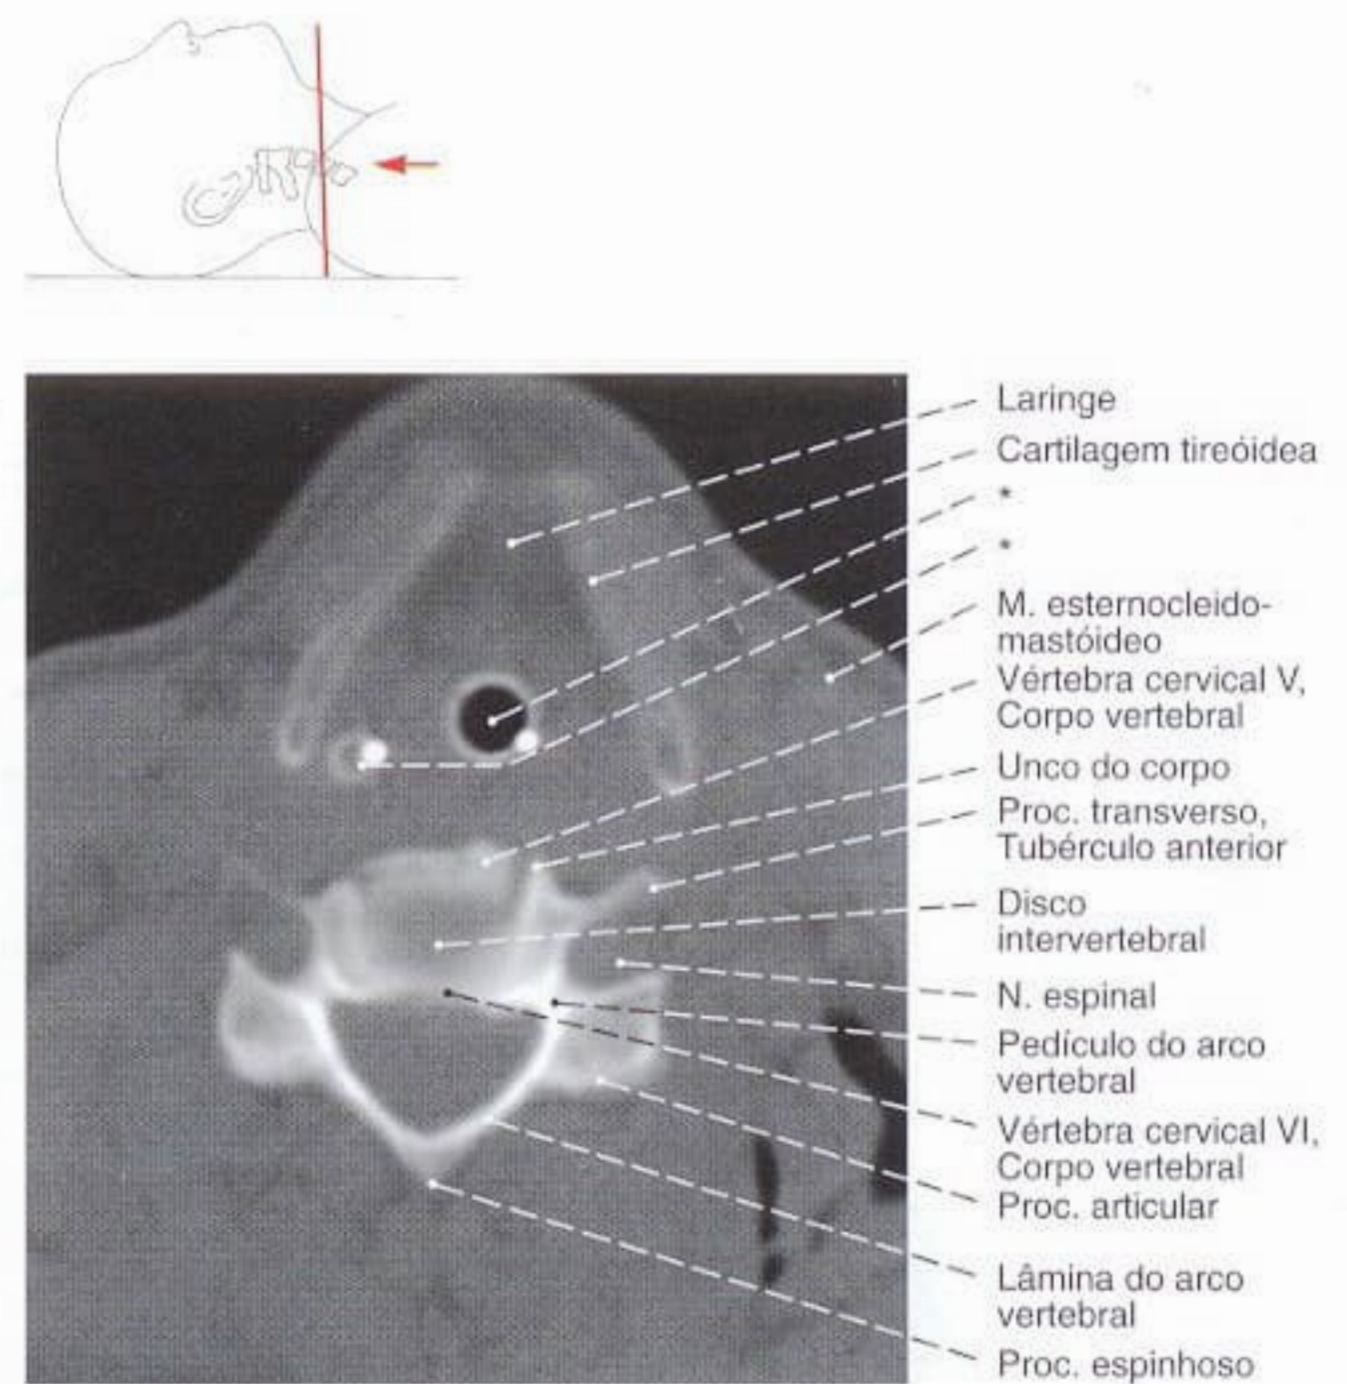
Coluna cervical; Tomografia computadorizada (TC) ao nível da quinta à sexta vértebra cervical; vista inferior.
